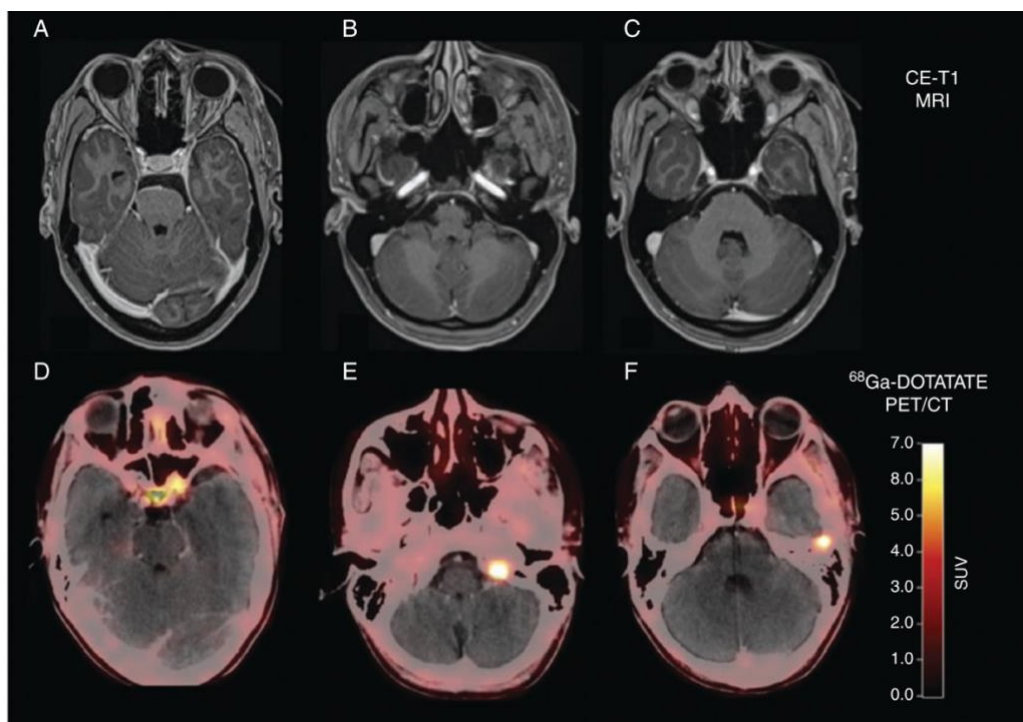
Immagini post-operatorie eseguite con RMN (A, B e C) e con PET con somministrazione di DOTATATE. Le immagini PET mostrano residuo di malattia.⁷³
